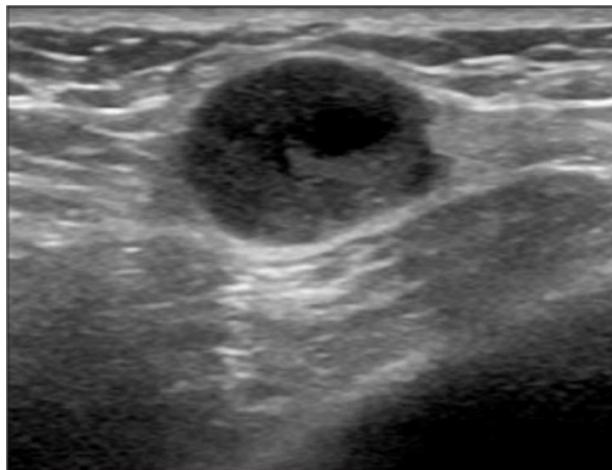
Patient de 38 ans, suivi pour mélanome, se présentant avec une tuméfaction de la paroi thoracique latérale droite. L'échographie montre un nodule hypo échogène circonscrit avec une partie anéchogène interne et un rehaussement acoustique postérieur dans la paroi thoracique latérale droite. [9]
